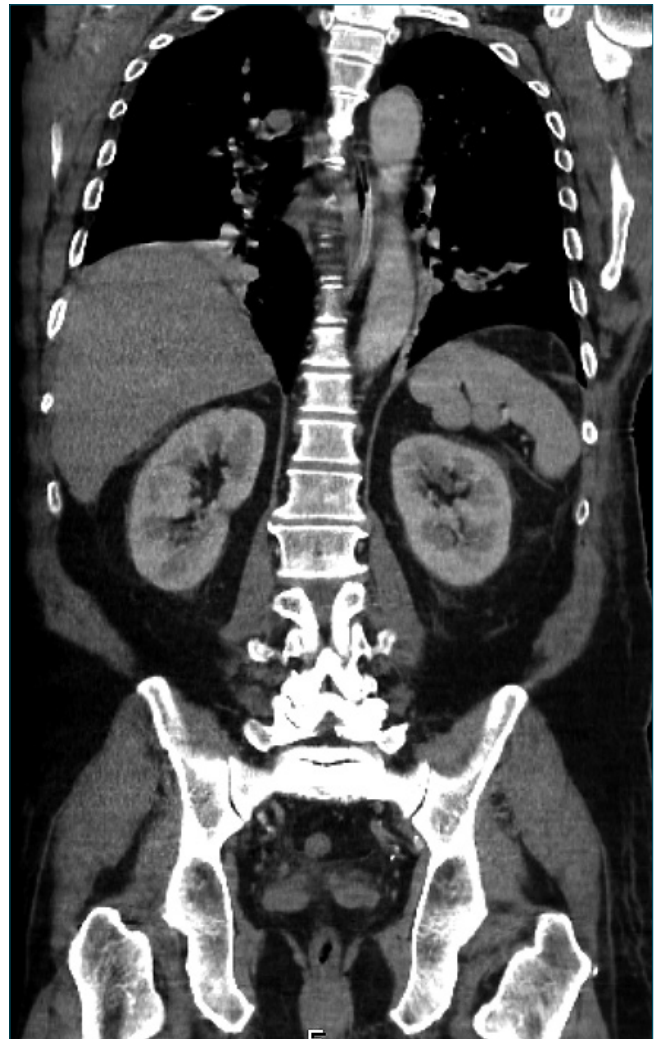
Tomografía de abdomen que demuestra gran cantidad de líquido libre.
